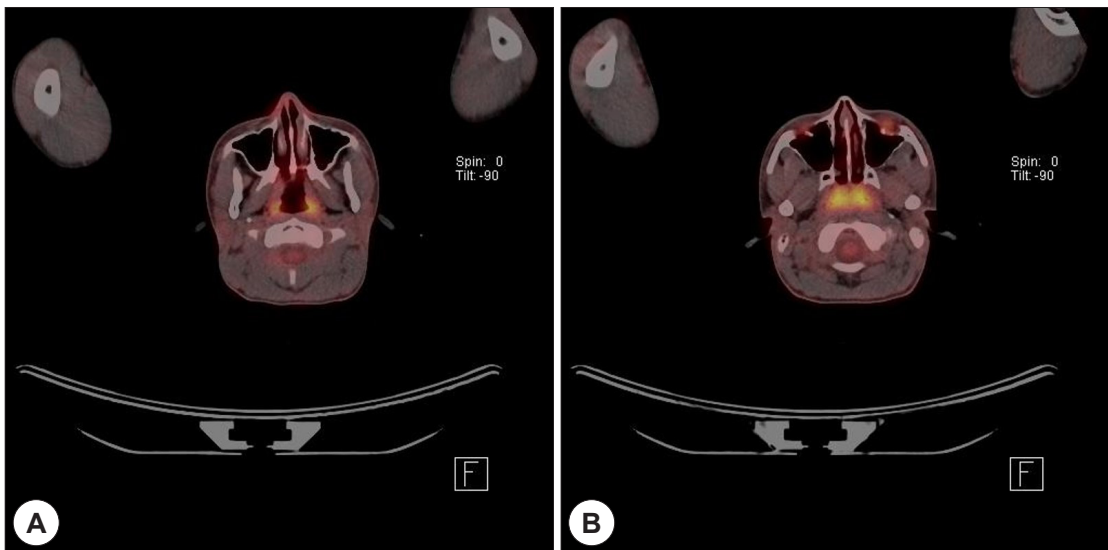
Radiologic finding of PET/CT. PET/CT shows diffuse FDG uptake of tonsillar bed (A) and adenoid (B).
